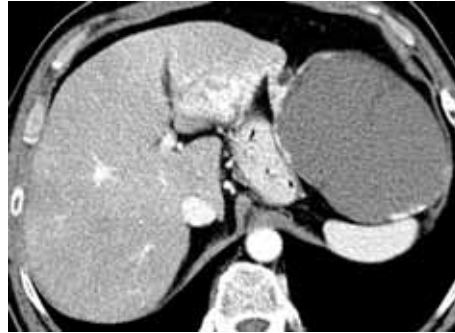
(A–C) Naczyniaki olbrzymie w obrazach TK.
